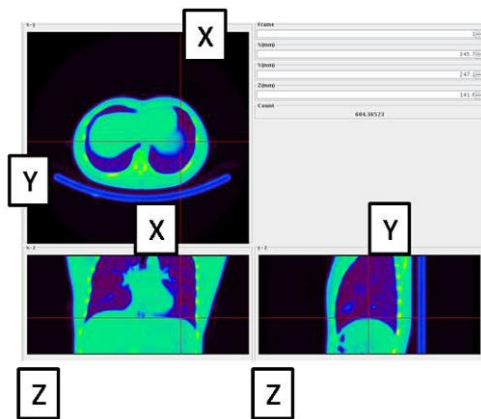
CT 画像上で定義した方向および横隔膜凸部の座標計測
